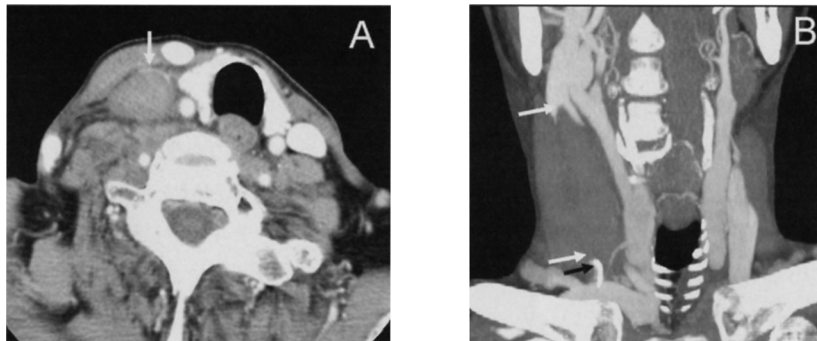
Intravenous contrasted CT of Case 2
